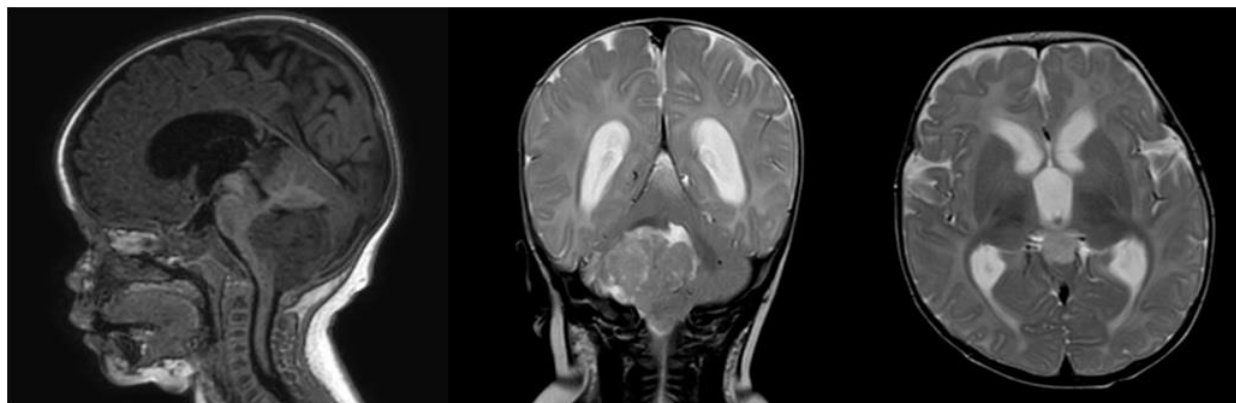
На дооперационных МРТ отмечается в проекции правого полушария мозжечка с распространением в ствольные структуры новообразование с четкими неровными контурами, тривентрикулярная гидроцефалия. Также выявлено образование пинеальной области.
